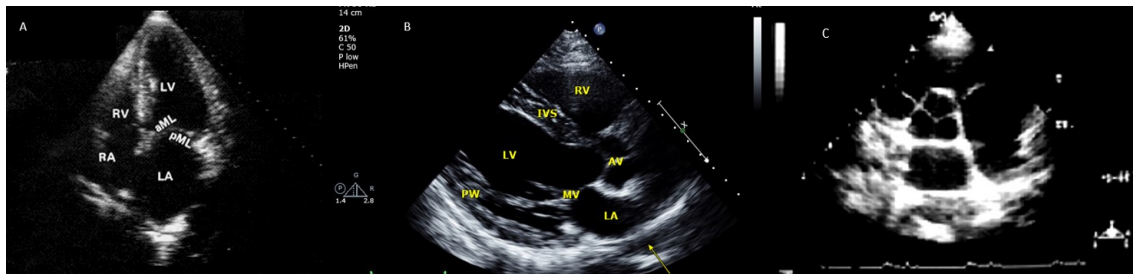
Evaluación anatómica cardíaca por ecocardiograma transtorácico. Panel A: ventana apical cuatro cámaras; Panel B: ventana paraesternal eje largo; Panel C: ventana paraesternal eje corto. Fuente: Patel AR, Foster E. (52,53). Nota: RV: Right Ventricle (Ventrículo Derecho); RA: Right Atrium (Aurícula Derecha); LV: Left Ventricle (Ventrículo Izquierdo); LA: Left Atrium (Aurícula Izquierda); aML: Anterior Mitral Leaflet (Hoja Anterior de la Válvula Mitral); pML: Posterior Mitral Leaflet (Hoja Posterior de la Válvula Mitral); IVS: Interventricular Septum (Tabique Interventricular); AV: Aortic Valve (Válvula Aórtica); MV: Mitral Valve (Válvula Mitral); PW: Posterior Wall (Pared Posterior).
